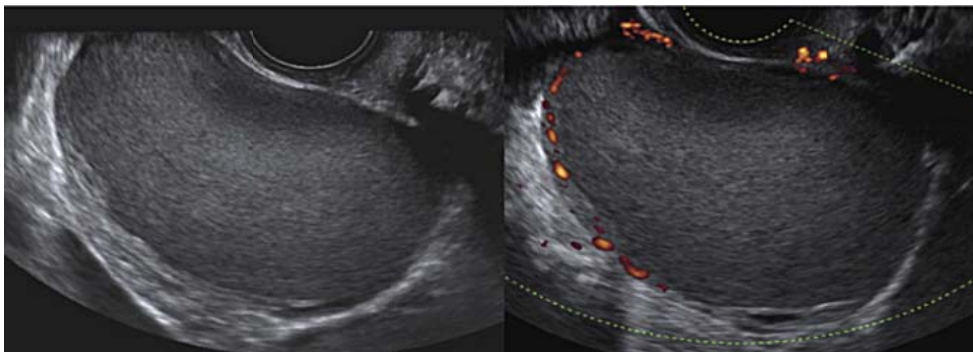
images échographiques d'endométriome ovarien typique: kyste uniloculaire avec hypoéchogénéicité homogène en verre dépoli et vascularisation faible à modérée [167].
